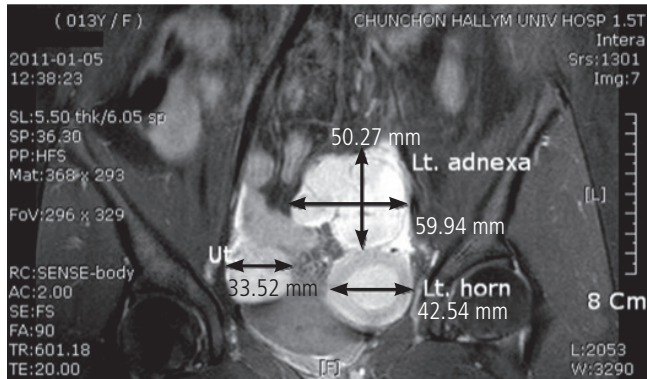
Pelvic magnetic resonance imaging showed hematometra of left rudimentary horn, left hematosalpinx and left endometriosis. Ut, right unicornuate uterus; Lt., left; horn, rudimentary horn.
